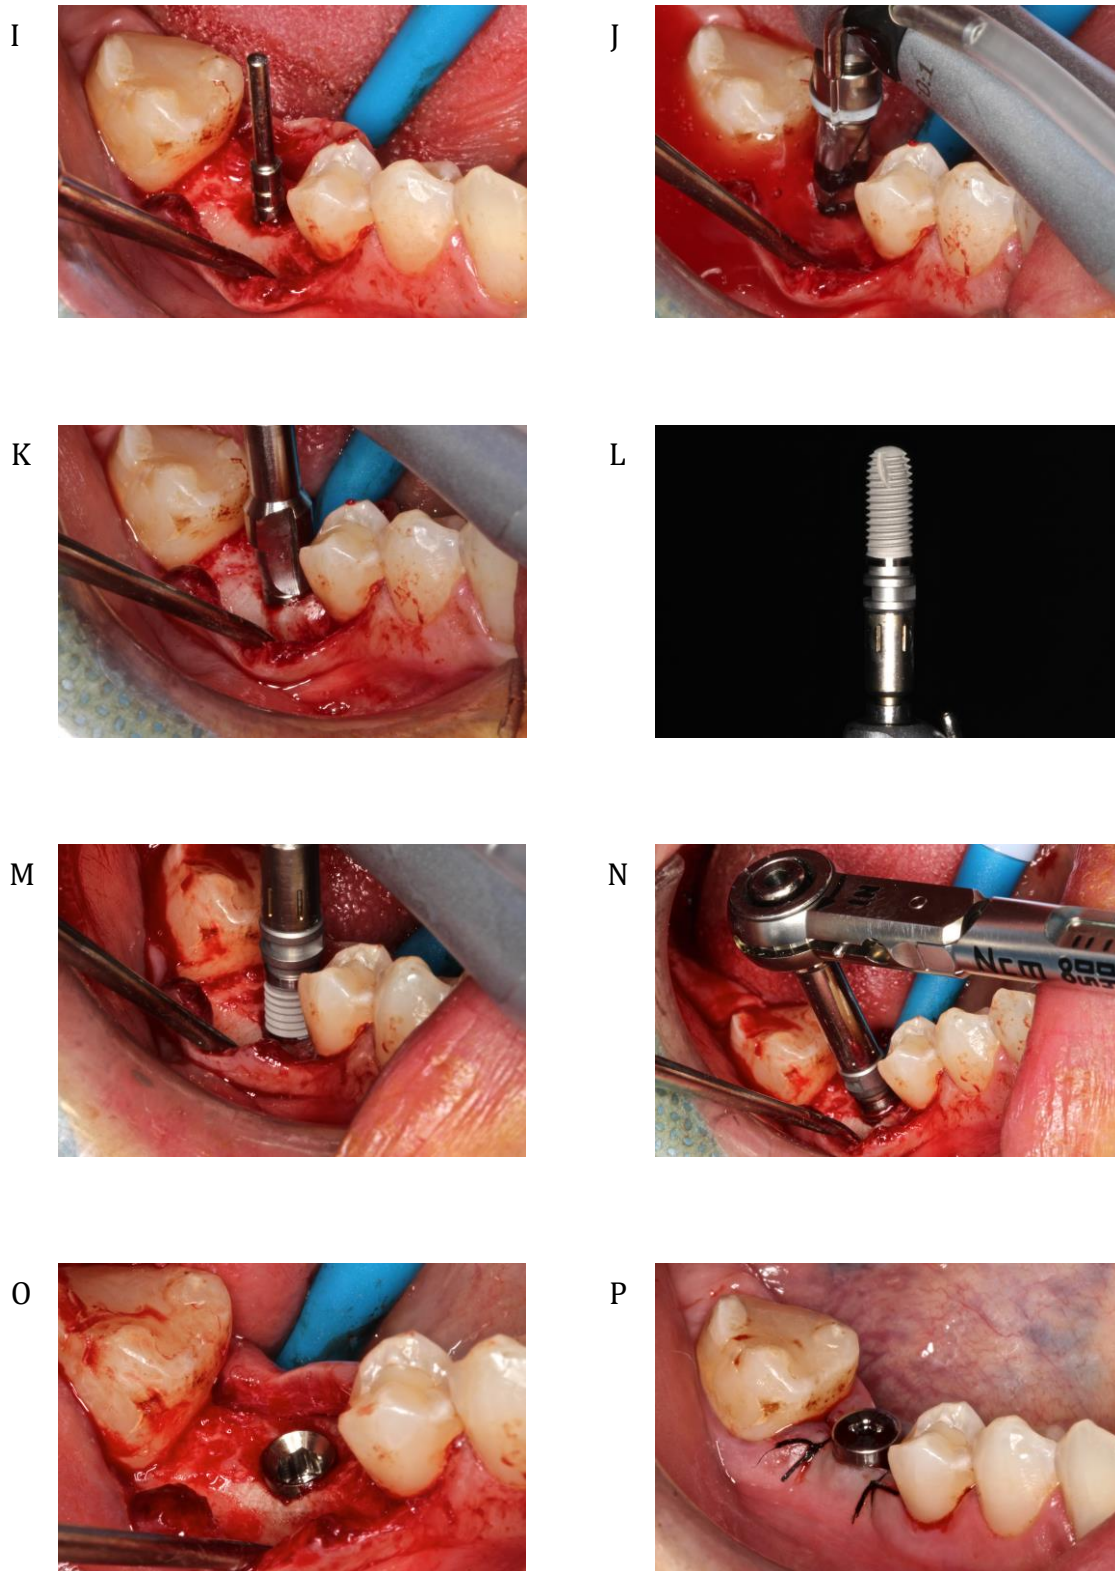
Protocolo de la colocación de los implantes del estudio. A. Reborde alveolar edéntulo previo a la colocación de un implante. B. Preparación del campo quirúrgico. C. Inyección de anestesia locorregional. D. Colocación de la férula radiológico-quirúrgica para la realización del CBCT. E. Incisión con bisturí nº 15. F. Despegamiento mucoso a espesor total con un periostotomo. G. Fresado del hueso alveolar a través de la férula radiológico quirúrgica con la fresa piloto para marcar la posición del implante estudiada en el CBCT. H. Marca de la posición ideal del implante en la cresta alveolar.
